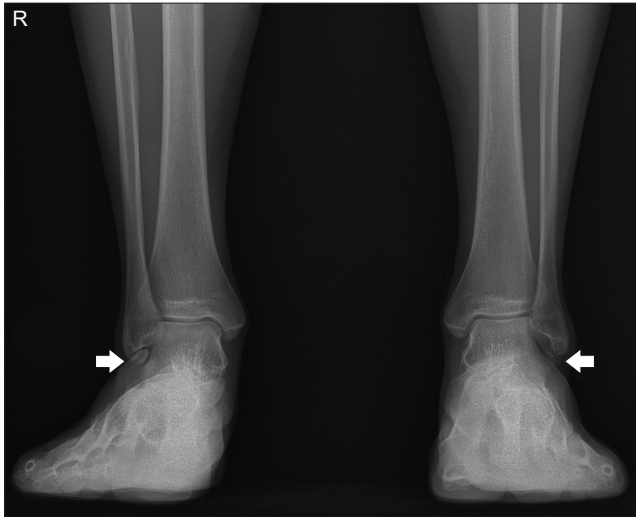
On both ankle anterior-posterior radiograph on weight bearing position, both os subfibulare are indicated as arrows, and others no remarkable finding.
